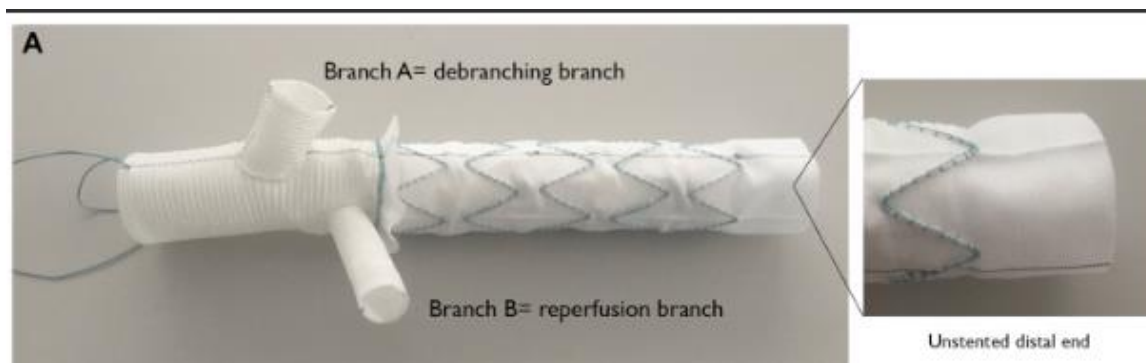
Модифицированный E-vita (Jotec GmbH, Nechingen, Германия): А – бранша для протезирования ветвей дуги аорты; В – реперфузионная бранша [67].
